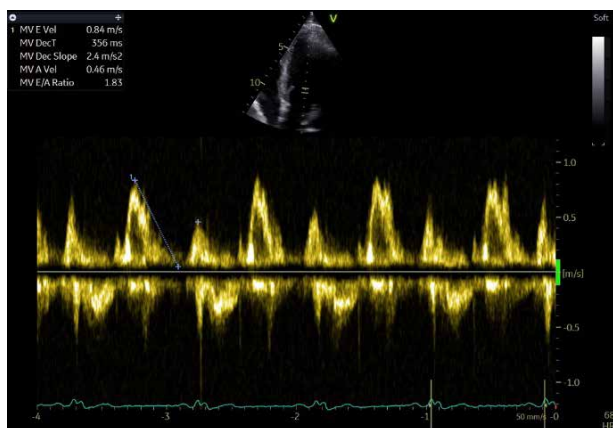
TTE: Doppler pulsat la nivelul valvei mitrale – evidențiază un flux transmitral normal.
